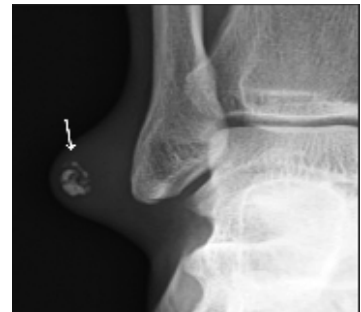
내원시 시행한 단순 방사선 사진
